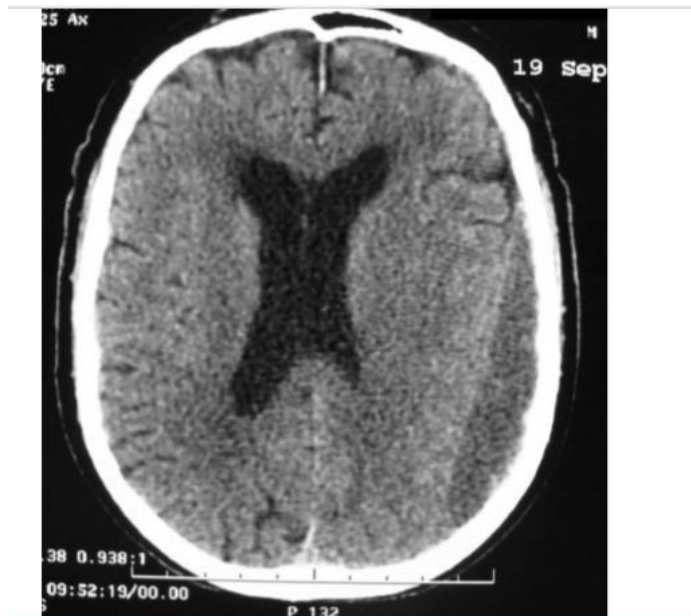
TDM cérébrale en coupe axiale montrant un HSD pariétal gauche hypodense hétérogène, avec effet de masse sur le ventricule latéral homolatéral [30].
